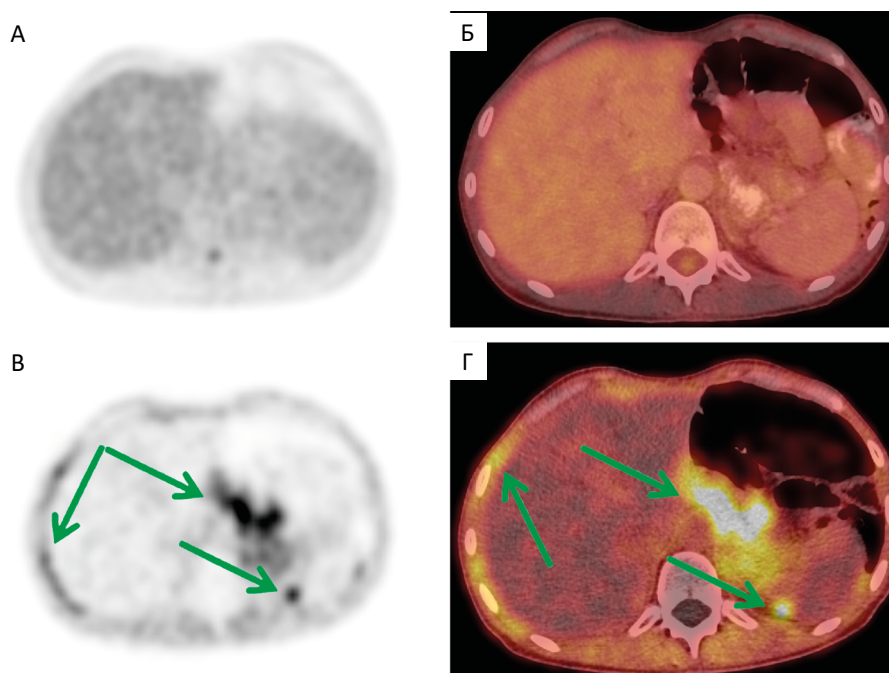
По данным ПЭТ/КТ с ^{18}F -FDG (А, Б — аксиальные проекции) патологическое накопление РФЛП не определяется. При ПЭТ/КТ-исследовании с ^{68}Ga -FAPi (В, Г — аксиальные проекции) определяются очаги патологического накопления по капсуле печени, капсуле селезенки, брюшине, в клетчатке брюшной полости (зеленые стрелки), что позволило пациенту перевести на химиотерапию вместо обычного наблюдения
